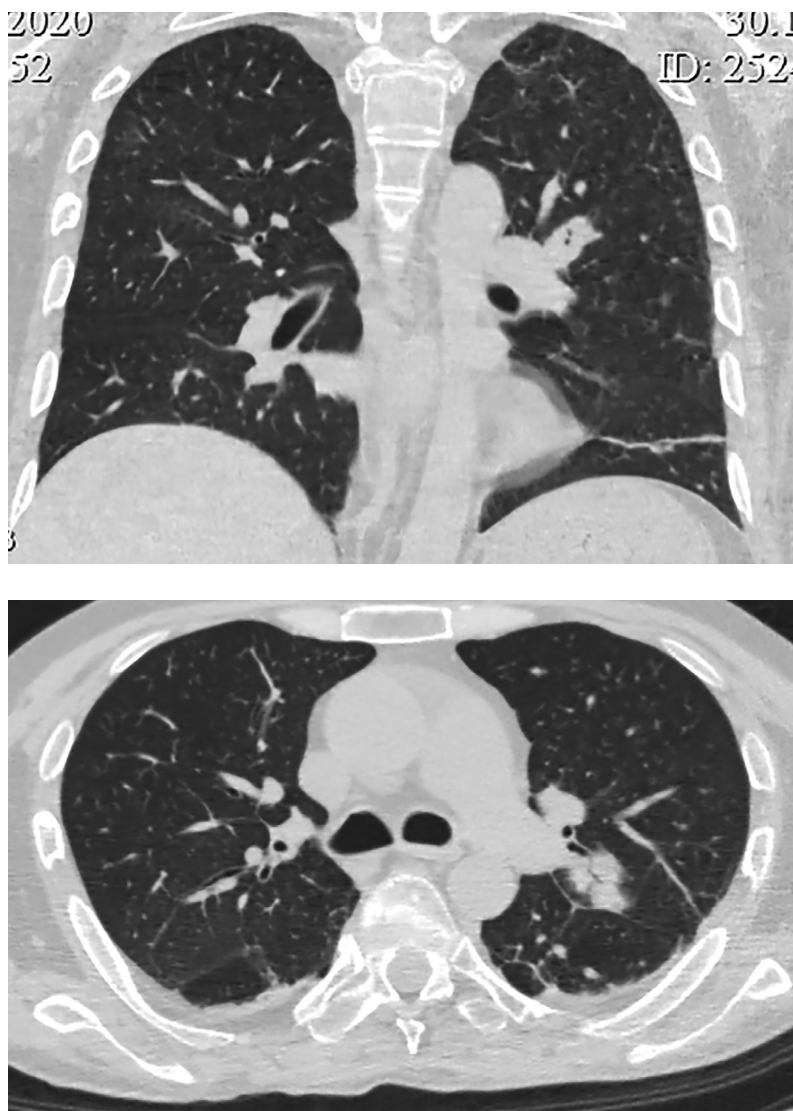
КТ органов грудной клетки: в S3 левого легкого уплотнение легочной ткани вытянутой формы — 2,5х1,8 см, накапливающее контрастное вещество.
